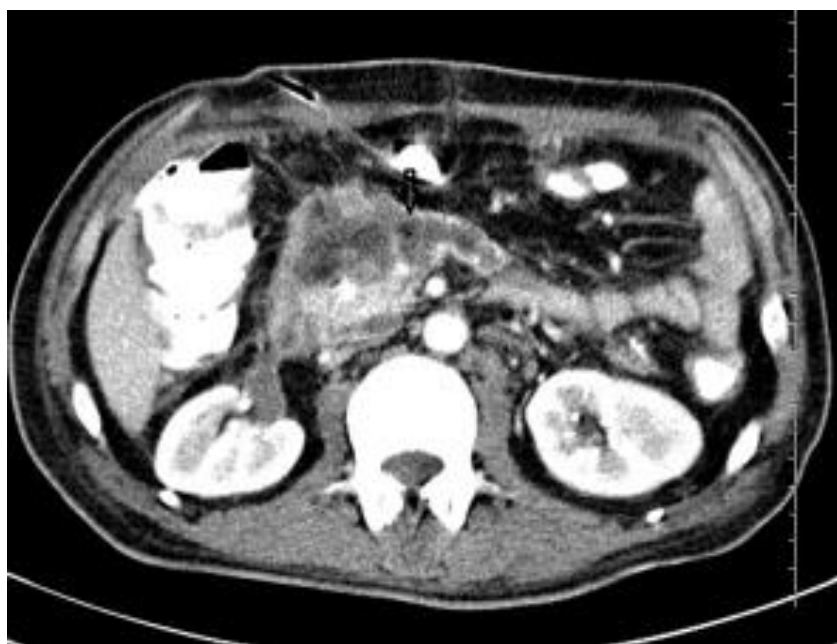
СКТ ОЧП хворої Б., 1969 р.н. Мед.карта №2123. Діагноз - гострий некротичний панкреатит, заочеревинна флегмона: формування відмежованого рідинного скупчення в області головки и гачкоподібного відростка ПЗ, структура якого неоднорідна за рахунок наявності поодиноких міхурців газу (стрілка), ознаки інфікування.
